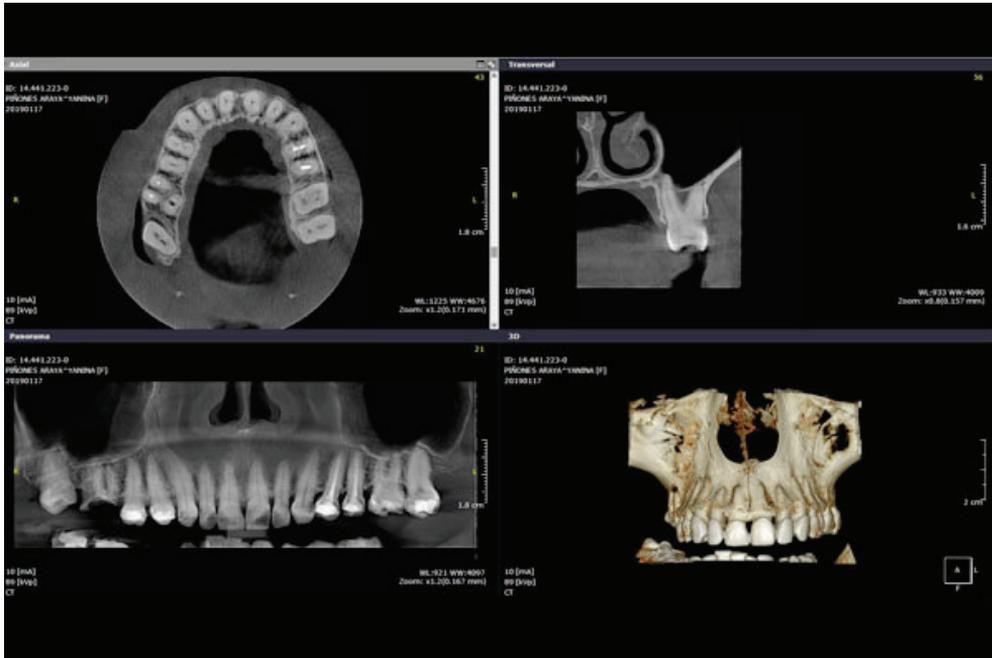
CBCT con reproducción tridimensional.
